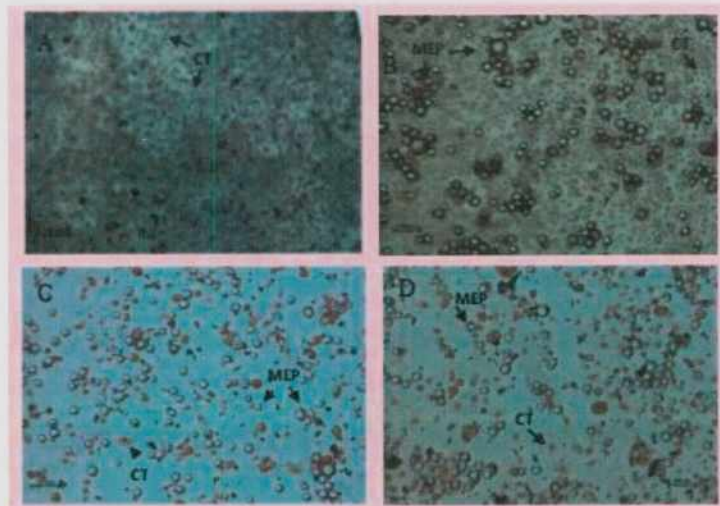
Ensayos en cultivos celulares. A) control crecimiento tumoral; B) control con MEP vacías; C y D) tratamiento con MEP cargadas con doxo. Con flechas se indica células tumorales (CT) y MEP
